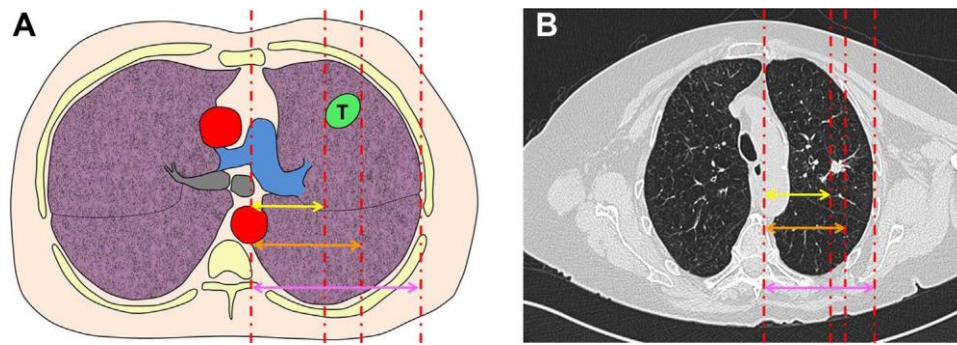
Geometrical measurements of the tumor location. Computed tomography axial planes of tumors in their maximum diameter were selected. (A) Vertical parallel lines tangent to the inner and outer margins of the lung and to the inner and outer margins of the tumor (T) were drawn (red dotted lines). Horizontal lines perpendicular to the vertical lines, from the inner margin of the lung to the outer margin of the lung (lung width [LW], magenta double arrow), from the inner margin of the lung to the inner margin of the tumor (inner margin distance [IMD], yellow double arrow), and from the inner margin of the lung to the outer margin of the tumor (outer margin distance [OMD], orange double arrow) were drawn and the distances were measured. The inner margin ratio (IMR) was calculated as IMD / LW , and the outer margin ratio (OMR) as OMD / LW . (B) Actual CT depicting geometrical measurements: $IMR: 51.21 / 84.51 \approx 0.6$. $OMR: 63.14 / 84.51 \approx 0.74$.
